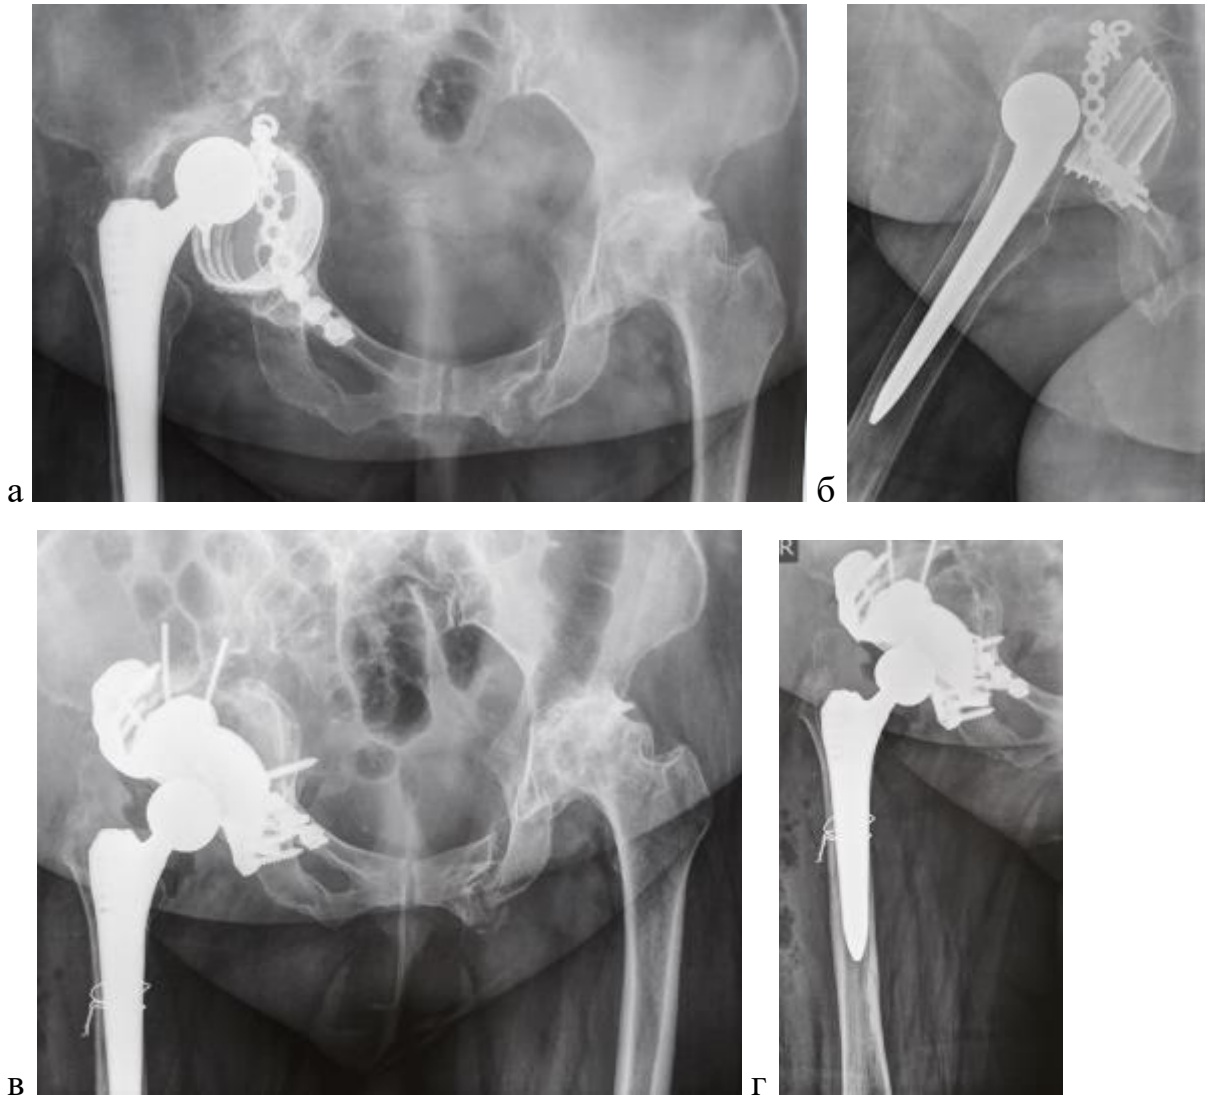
Рентгенограммы больной Р. а)б) до операции в)г) сразу после операции д)е) через 8 мес. после ревизии ж)через 2 года после повторной ревизии.
